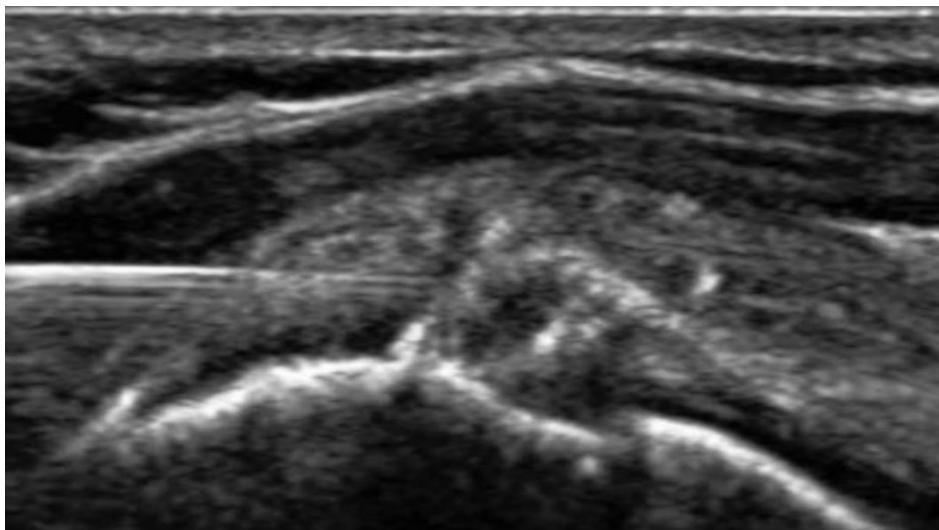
Patiente n°3 : 55 ans, enseignante, tendinopathie calcifiante du sus épineux en poussée aigue avec conflit sous acromial. (a) Radiographie montrant une calcification de type III intéressant l'insertion du supra épineux. (b) Ponction-trituration de la calcification avec fragmentation. Le tendon est épaissit suite à l'infiltration d'anesthésique locale.
